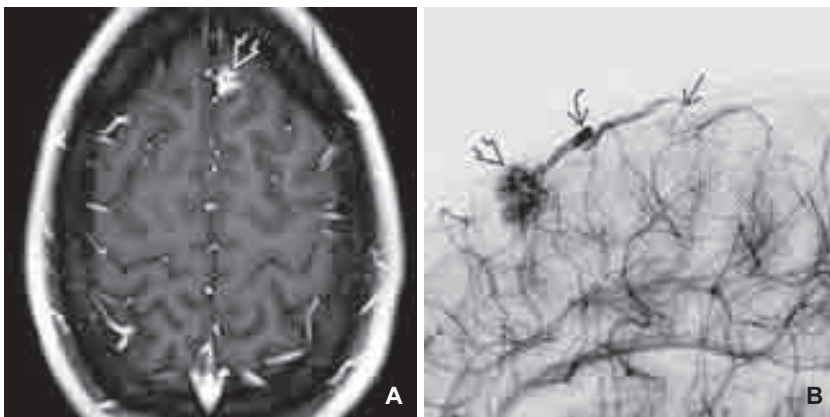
A) Die KM-T1w eines Screening-MRT eines 18-jährigen Patienten mit familiärer HHT-Belastung zeigt einen intensiv anreichernden, irregulär berandeten Fokus (Pfeil).
